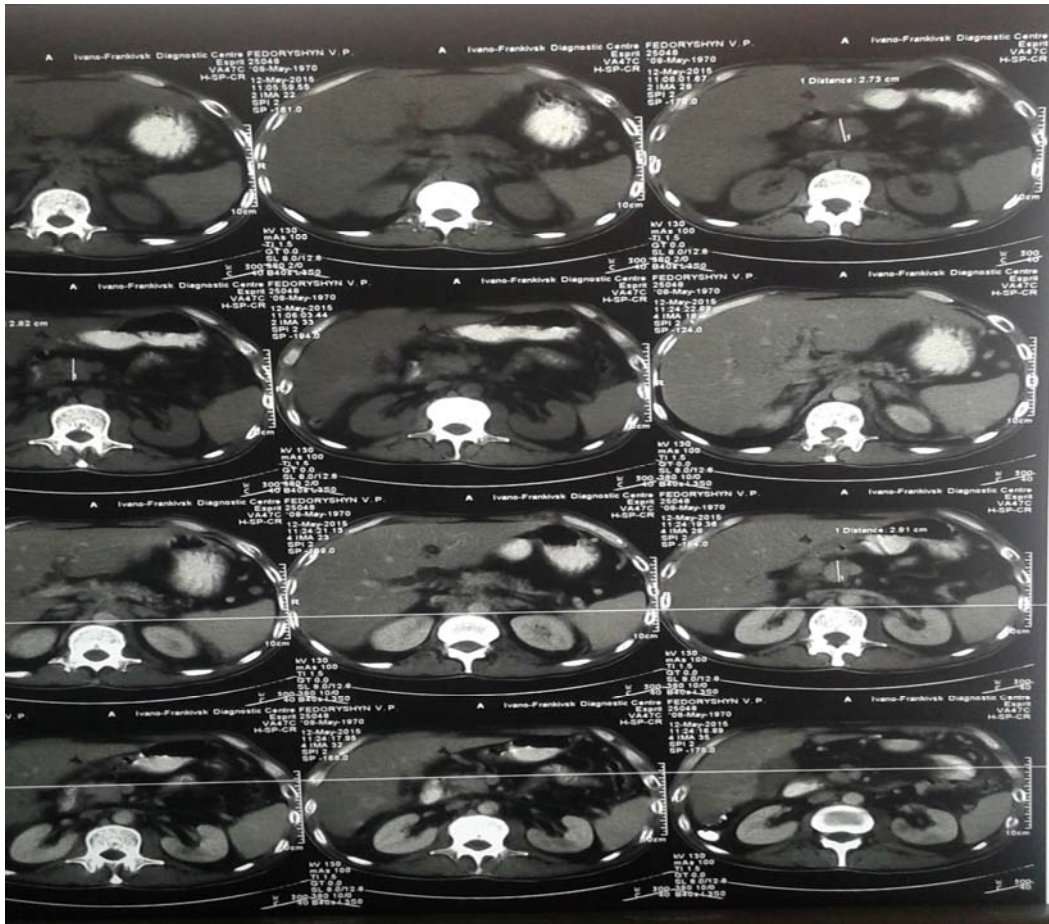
Комп'ютерна томограма органів черевної порожнини
